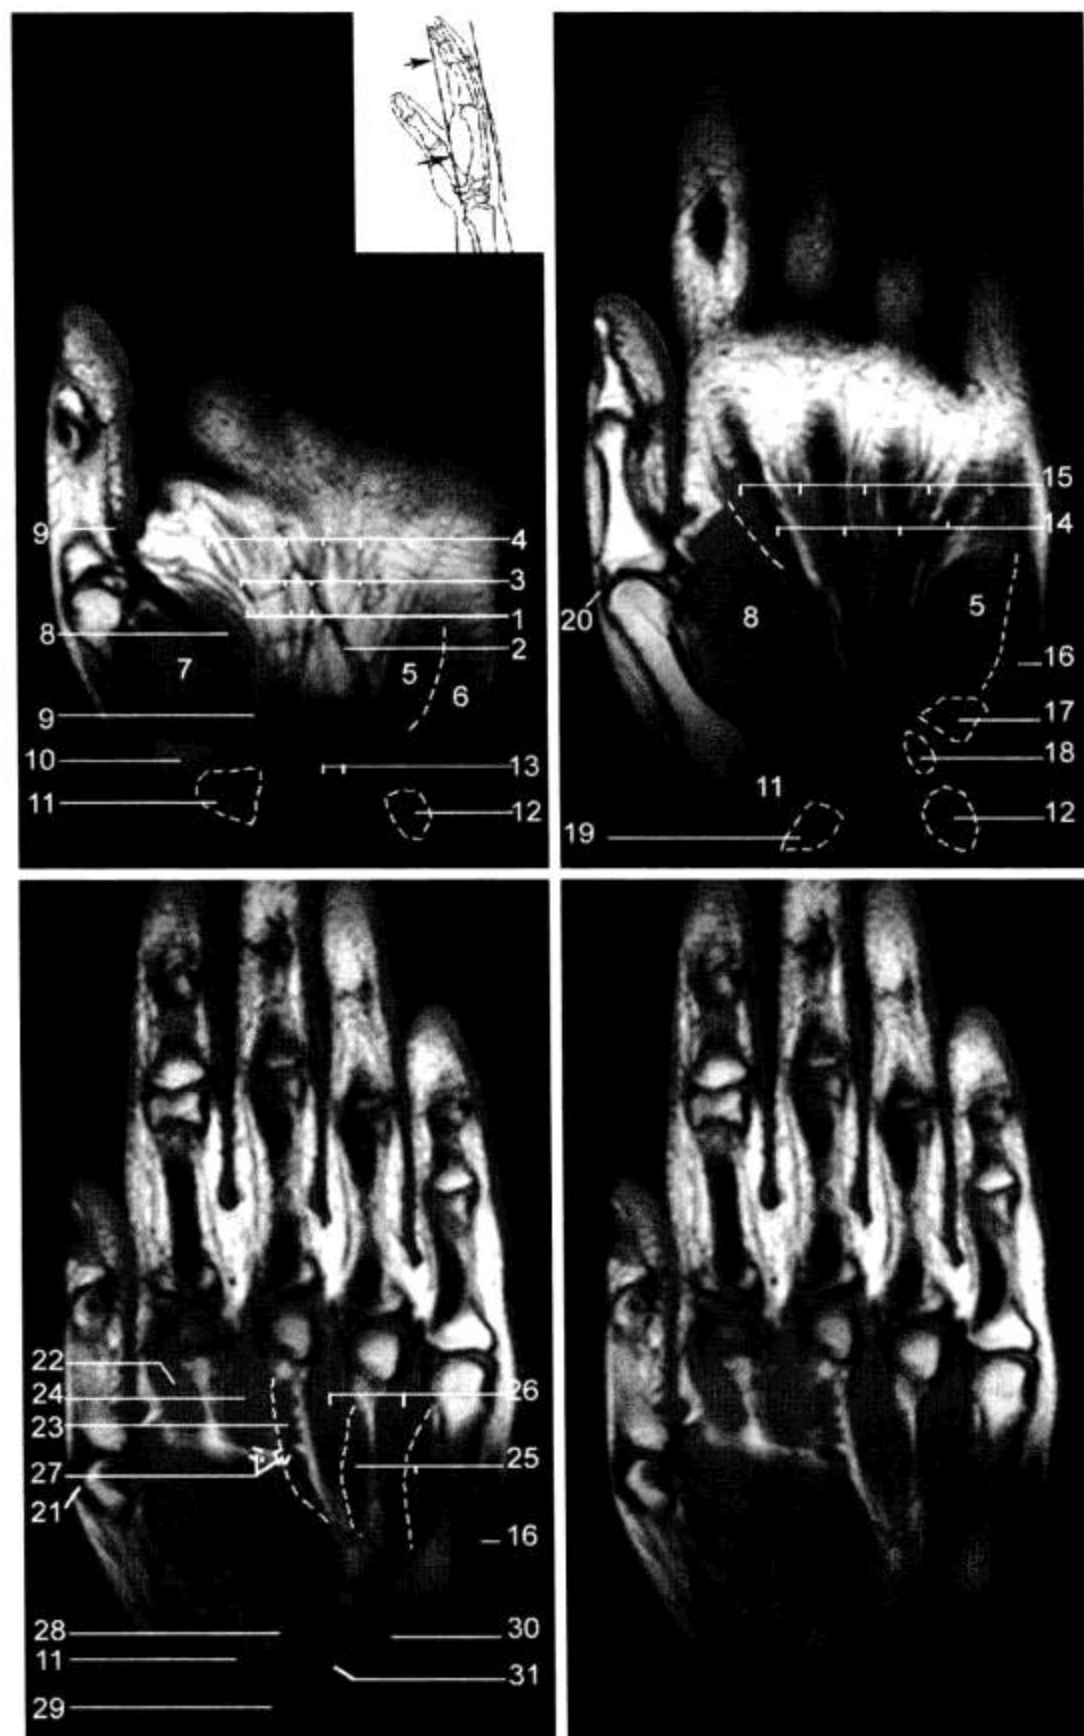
MRI 冠状面 (T<sub>1</sub>WI)
